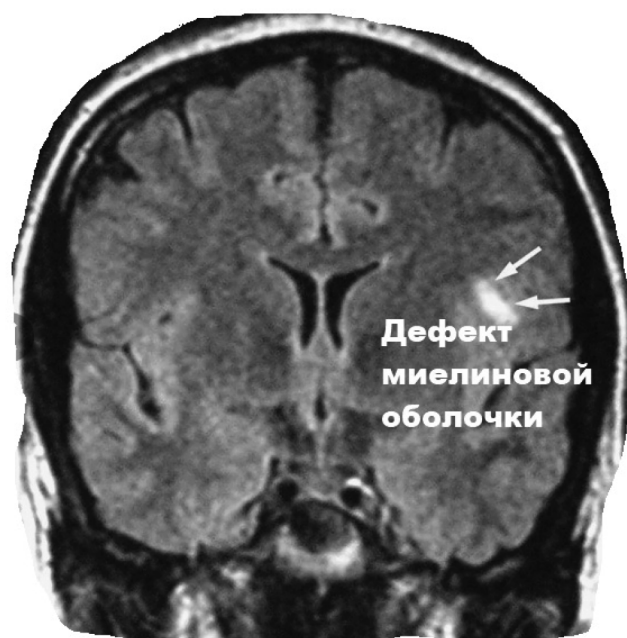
Фрейм структуры головного мозга, полученный в процедуре магнитно-резонансной томографии
